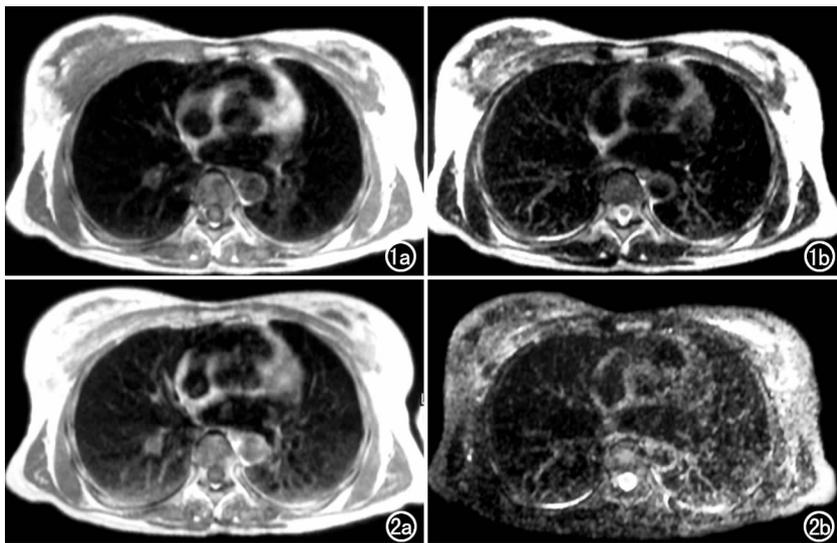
MRI平扫。a) T<sub>1</sub>WI示双侧胸大肌下脂肪结构,呈高信号,左侧胸大肌内高信号脂肪组织间有低信号影; b) T<sub>2</sub>WI示双侧胸大肌下脂肪结构,呈高信号,左侧胸大肌内见高信号影,边界清楚。图2 MRI增强。a) T<sub>1</sub>WI示左侧胸大肌内高信号脂肪组织间有低信号影,边界显示清楚,似可见周围线状强化; b) T<sub>2</sub>WI脂肪抑制序列,示双侧胸大肌下脂肪结构,呈低信号,左侧胸大肌内高信号影,显示清楚。
